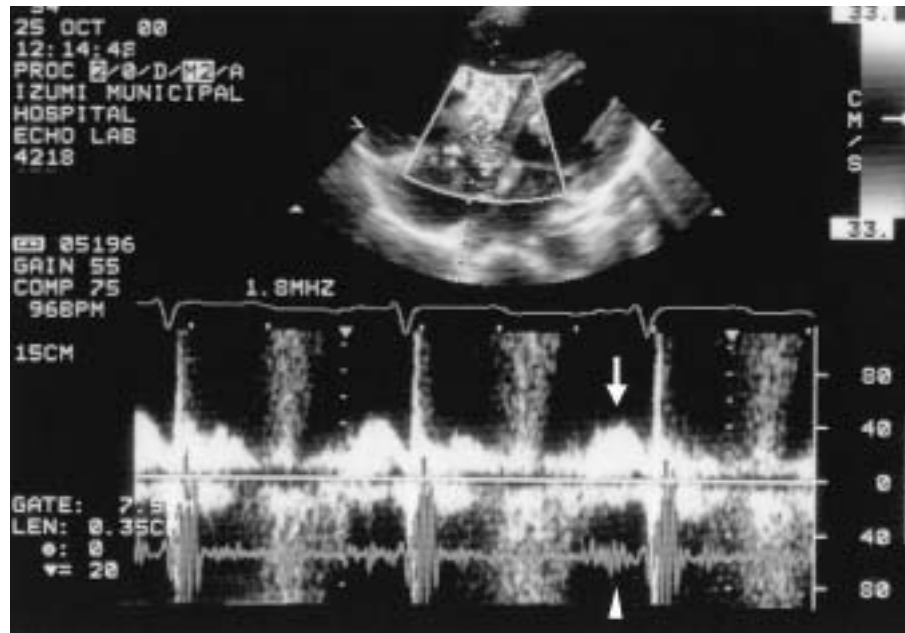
Doppler echocardiographic tricuspid flow-velocity patterns(*upper*)recorded simultaneously with phonocardiogram(*lower*)
